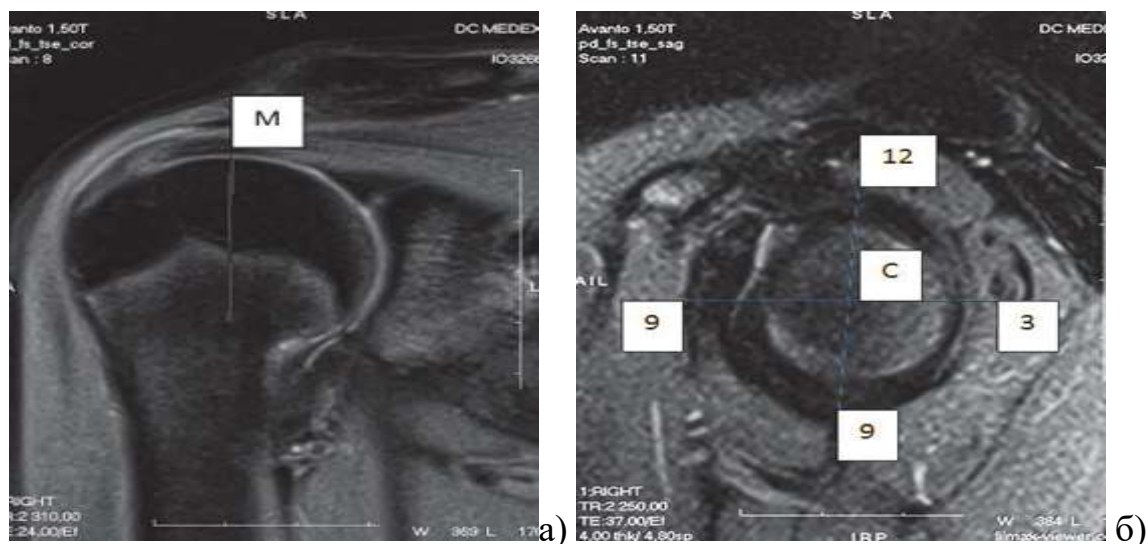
МРТ плечового суглоба з позначеними точками: а) фронтальний зріз; б) сагітальний зріз.
